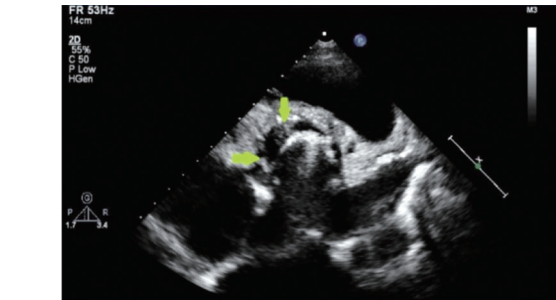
二维超声示主动脉瓣位人工瓣瓣环右前方新月形瓣周裂隙
